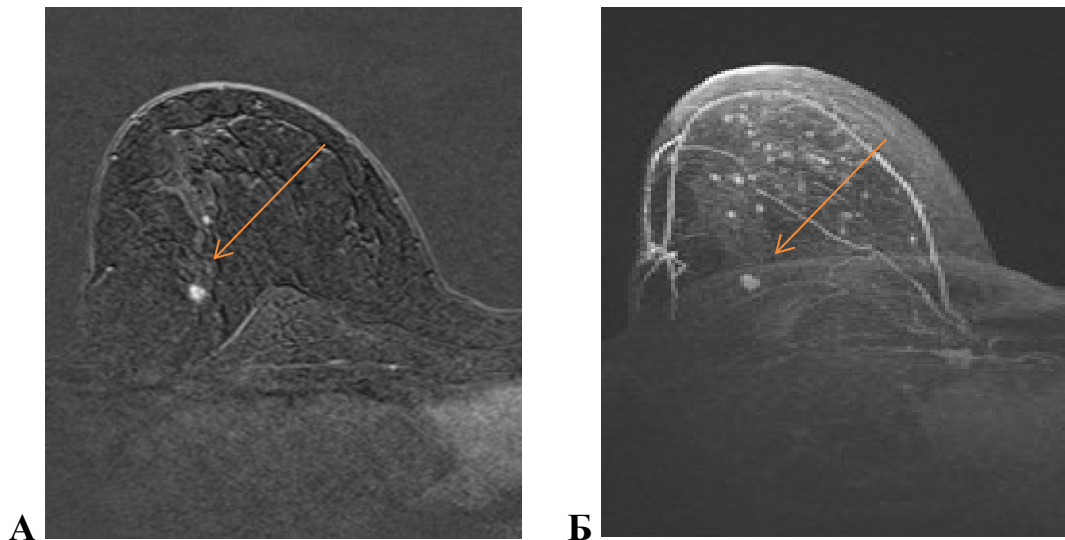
МРТ правой молочной железы: А — постконтрастный срез; Б — МIP-реконструкция, новообразование указано стрелками
